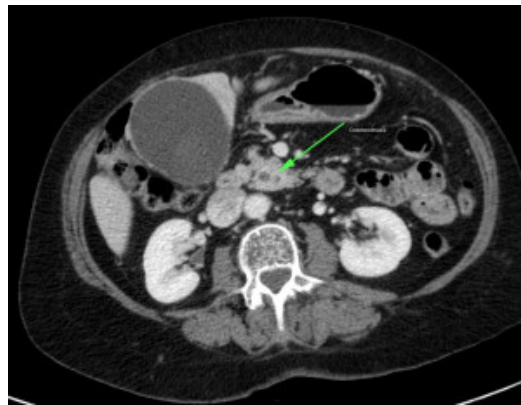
Coledocolitiasis por TC contrastada en corte transversal¹⁴.
